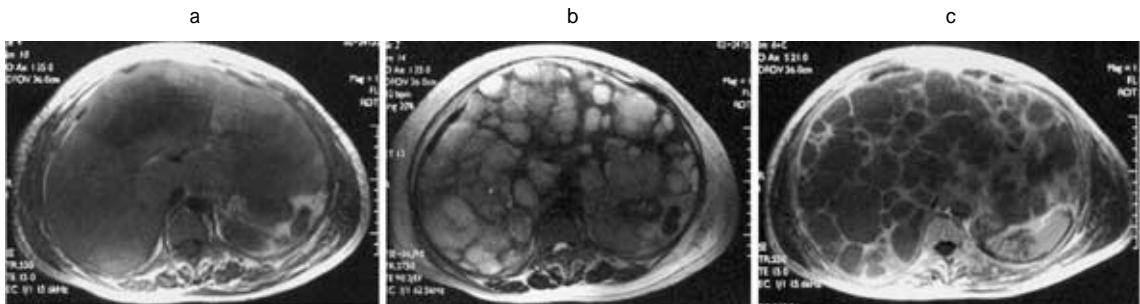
MRI showed multiple cystic lesion in the liver. A : Cysts express low or high intensity in T1-weighted image. B : T2-weighted image showed that cysts were irregularly high intensity. C : Cystic lesions were not enhanced by Gadolinium.
